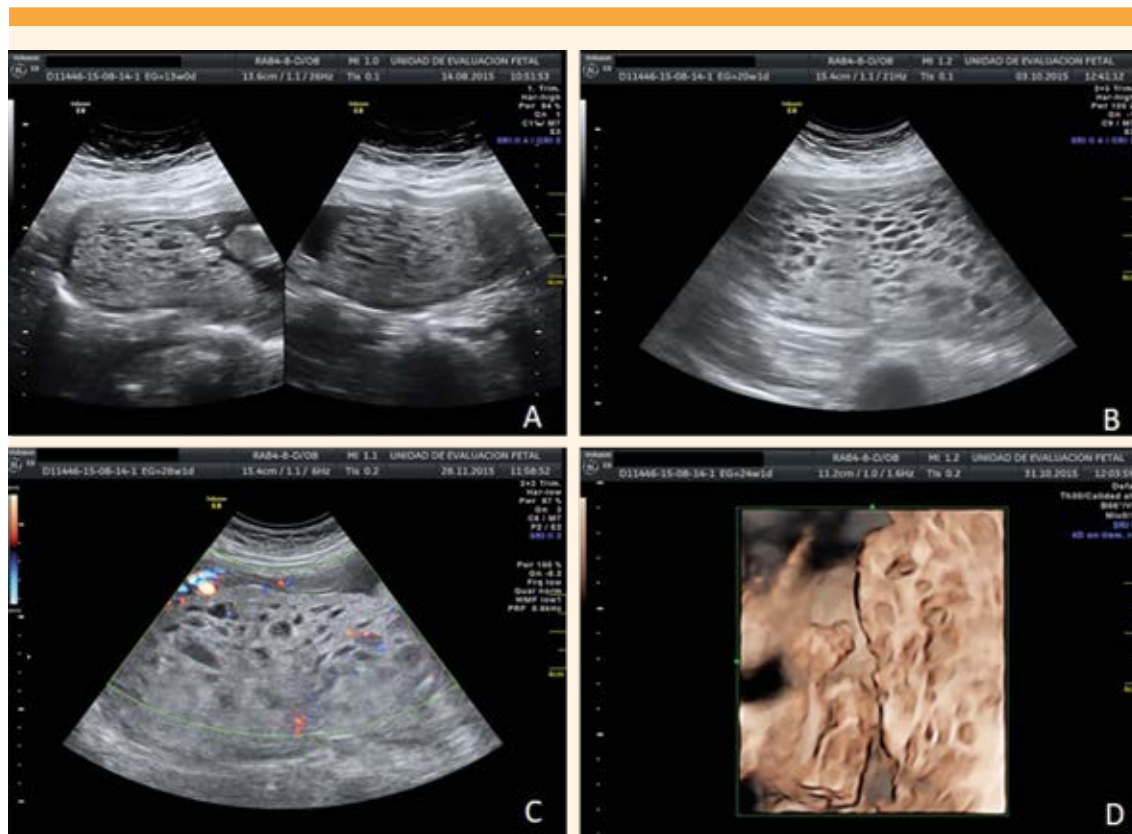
Aspecto de la placenta con displasia mesenquimal a lo largo de la gestación. A. Ecografía a las 13 semanas. B. Ecografía a las 20 semanas. C. Ecografía a las 28 semanas con Doppler color sobrepuesto. D. A la derecha de la imagen se observa el aspecto de la placenta en tercera dimensión. A la izquierda se observan partes fetales.
